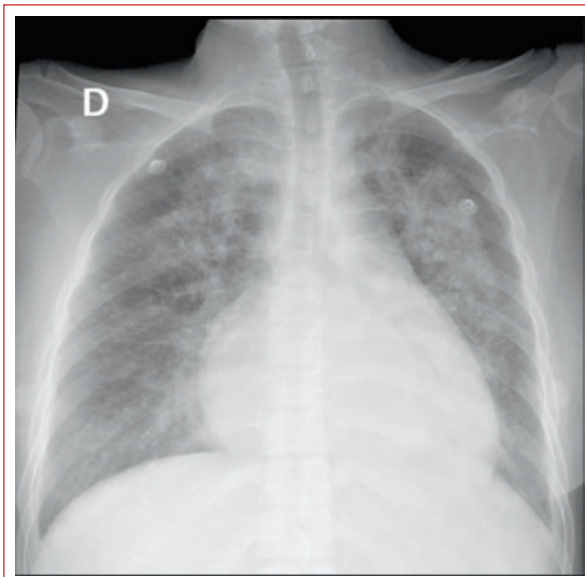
Radiografía de tórax al ingreso que muestra un patrón intersticial bilateral sugestivo de congestión pulmonar, borramiento de ambos ángulos costofrénicos sugestivo de derrame pleural leve y cardiomegalia.
